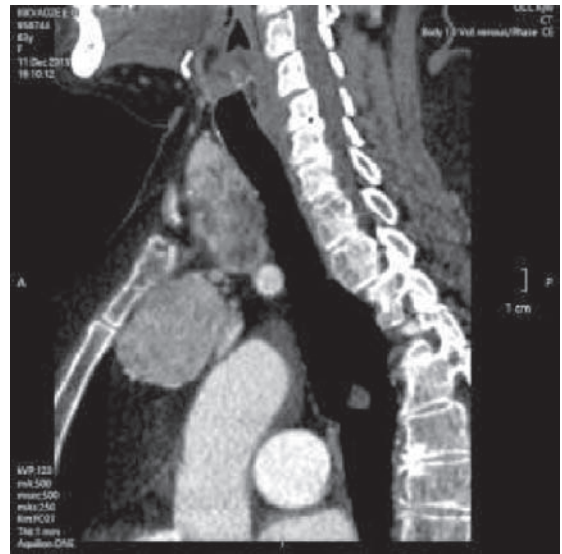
Мультиспіральна комп'ютерна томографія: боковий знімок
